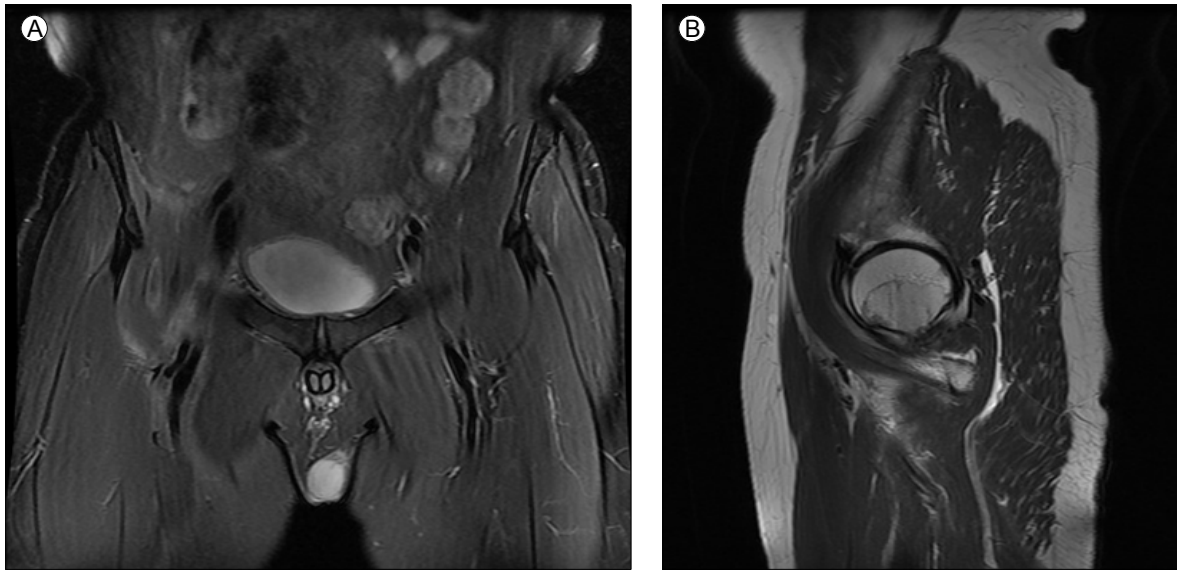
Follow-up magnetic resonance image showing near-complete resolution of the multi-loculated thick-walled abscess in lateral aspect of the iliopsoas muscle with iliopsoas bursitis. (A) Coronal T2-weighted images. (B) Sagittal T2-weighted images.
